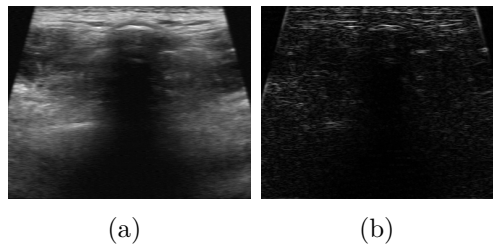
Intensity (left) and gradient (right) of a vertebral ultrasound image.
